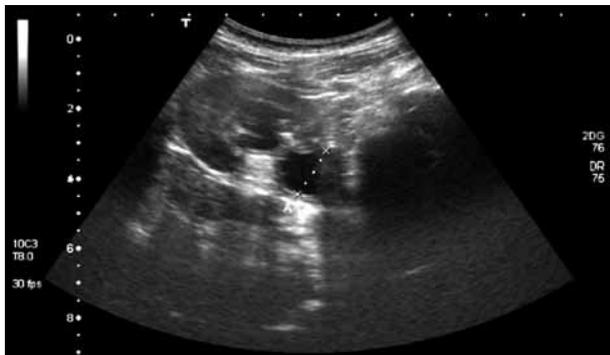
Ecografía tras el tratamiento.
